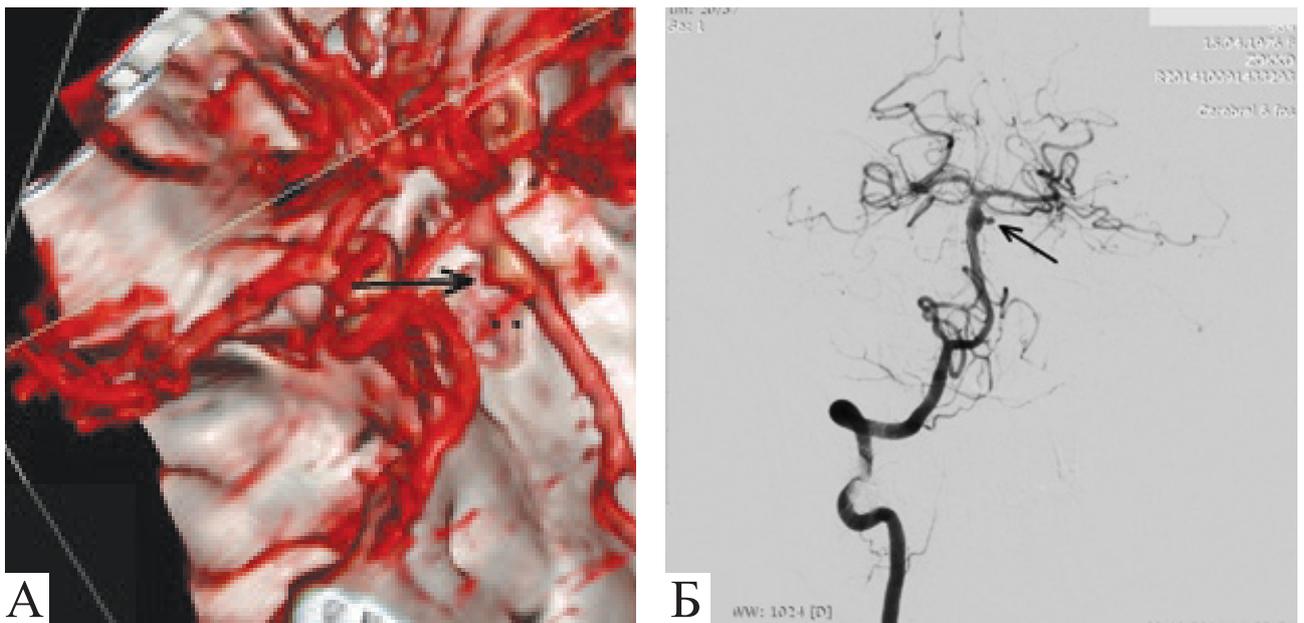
Больная С., 38 лет. На КТ-ангиографии головного мозга (А) и ангиограмме (Б) определяется мешотчатая аневризма основной артерии по левой боковой стенке с дивертикулом в области дна
